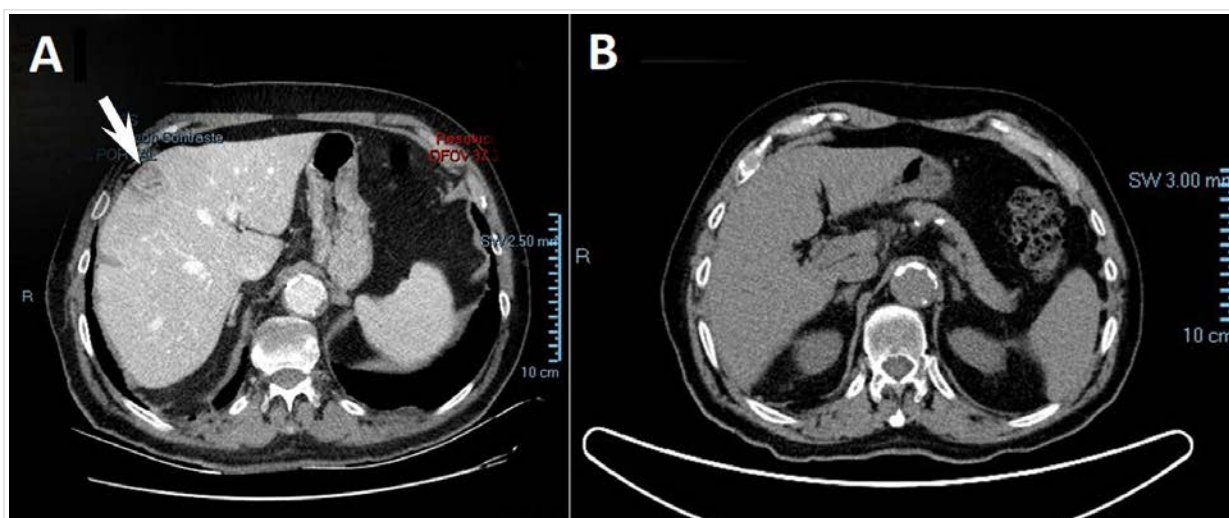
Abdominal computed tomography (CT). A. First study showing a 3 cm subcapsular lesion, predominantly hypodense and well-defined with irregular captation sites inside and peripheral hypodense halo compatible with abscess (arrow) at the VIII hepatic segment. B. Follow-up computed tomography (CT) showing abscess resolution.
